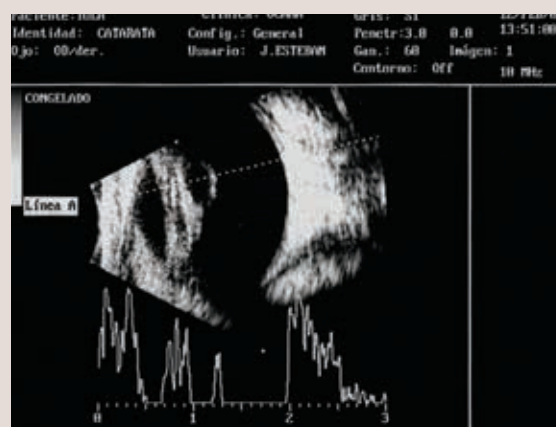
Ecografías correspondientes al paciente de la figura 8.83c. La ecogenicidad y su posición corresponden con una persistencia hiperplásica del vítreo primario.
